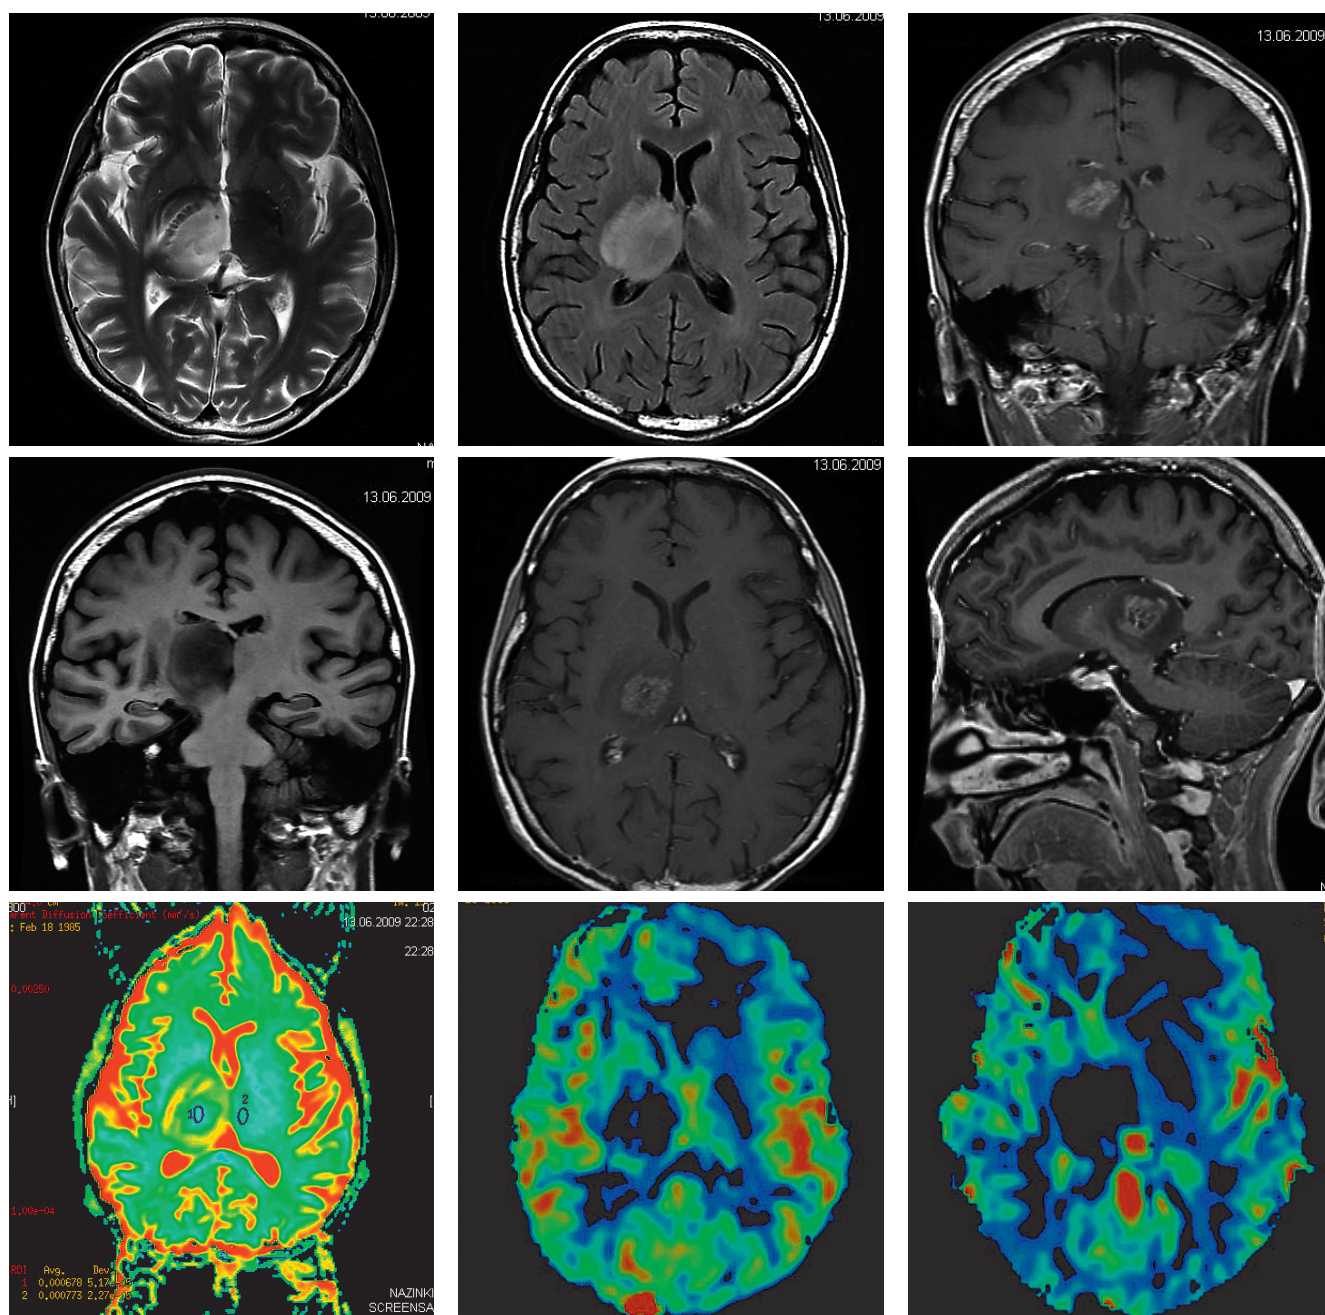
Сверхвысокопольное МРТ с контрастированием и трактографией: признаки васкулита с преимущественным поражением терминальных сосудов правого таламуса, где выявлены признаки вазогенного отека, нарушение проницаемости сосудистой стенки и вторичного сдавления капилляров внеклеточным отеком.
